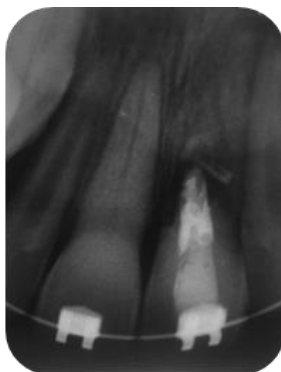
Radiografia periapical inicial. 27.07.16
